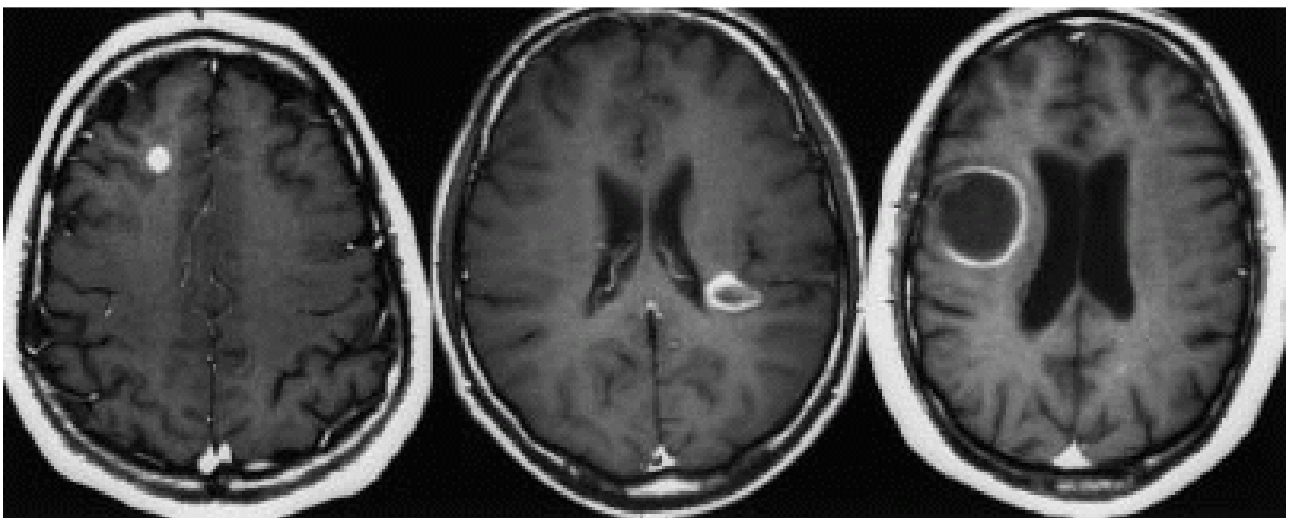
RM craneal (secuencias potenciadas en T1 tras la administración de contraste) en tres pacientes diferentes con lesiones con actividad inflamatoria. Nótese los diferentes tipos de realce: nodular (izquierda); en anillo (centro); y en anillo incompleto (derecha).
